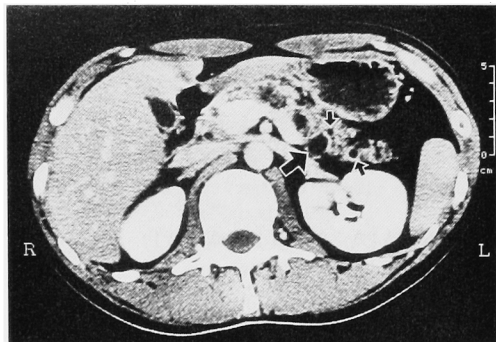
CT shows multiple pancreatic cysts (arrow)
